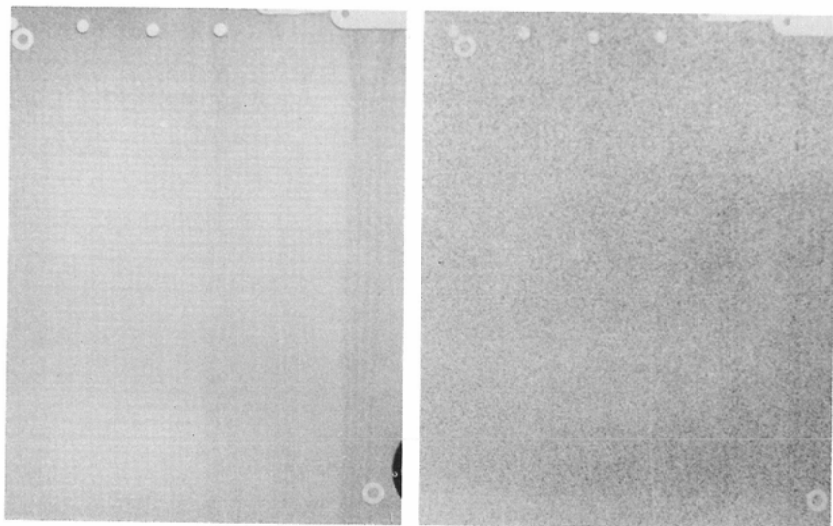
Resolution of imaging plate. Iodine concentration 1%: Conventional X-ray dose (left) 2.08mm: 1/8 dose exposure (right) No resolution
